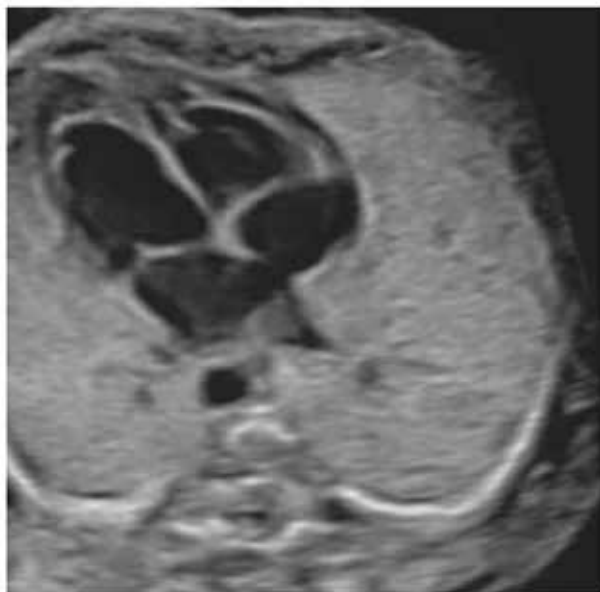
Ecocardiografía fetal.
